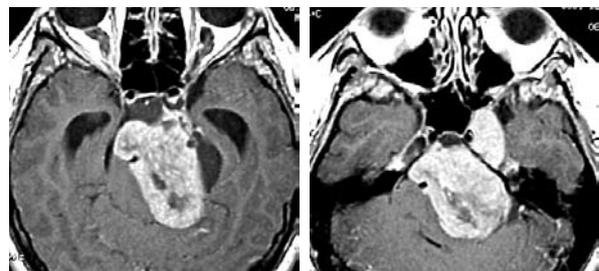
MRI preoperatoria.
